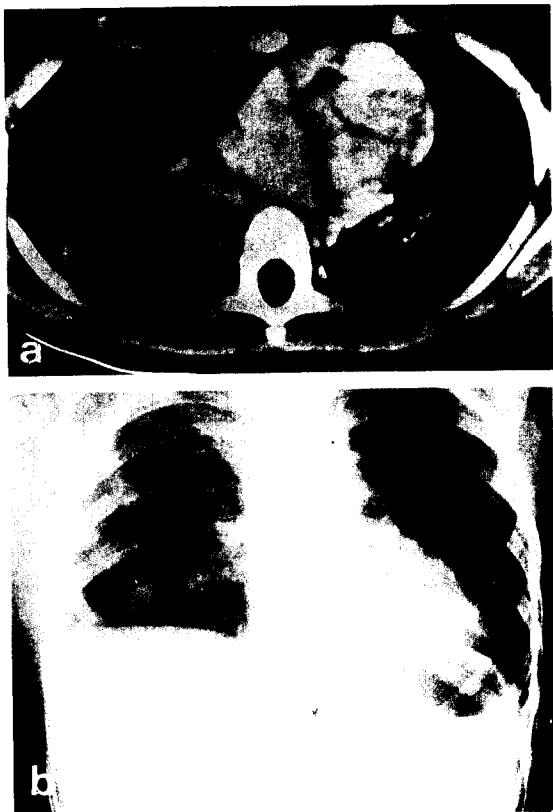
증례3의 수술전 chest CT 및 수술후 chest PA 소견
